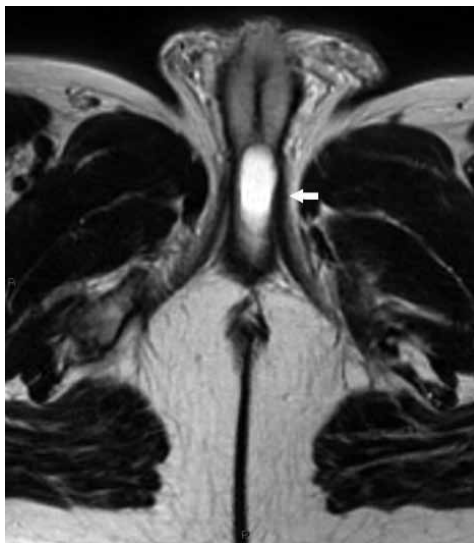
RM de pelvis, donde se visualiza la imagen quística hiperintensa en la secuencia ponderada en T2 (Flecha Blanca).
